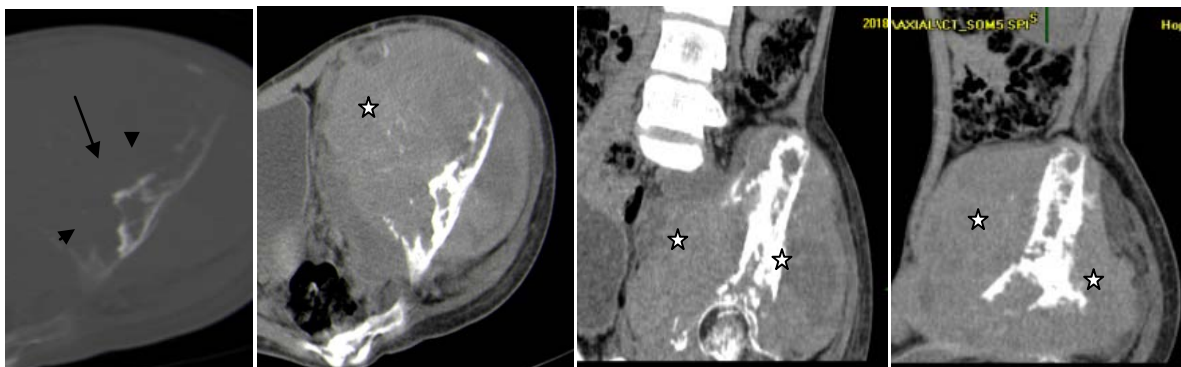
TDM du Bassin en fenêtre osseuse et parenchymateuse après injection de PDC en coupes axiale, coronale et sagittale :sarcome d'Ewing de l'aile iliaque droite chez une fille de 15 ans : on note l'aspect osseux mixte (flèche) de la lésion avec une matrice ostéoïde, les contours mal limités soufflant la corticale, qui est rompue par endroit (tête de flèche) avec important envahissement des parties molles en regard en endo et exo pelvien.
